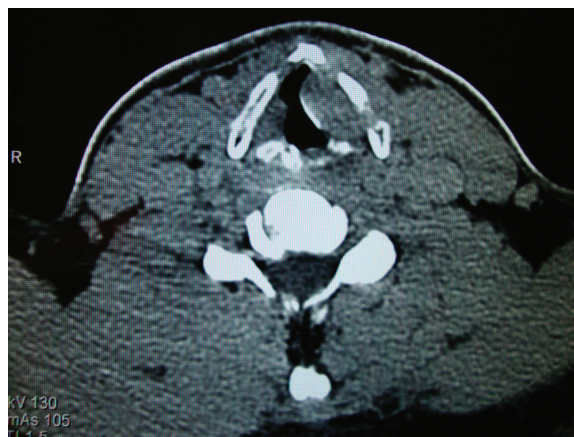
A imagem da tomografia computadorizada mostra uma massa submucosa bem demarcada que se acentua difusamente pelo meio de contraste.
